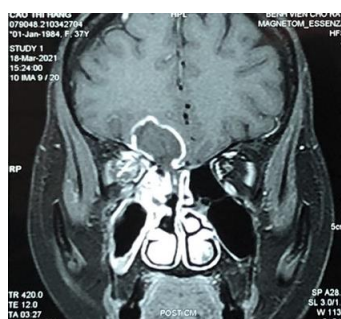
MRI (01/01/2018): tổn thương choán chỗ nhu mô não trán phải # 2*2,7cm, liên tục với tổn thương từ xoang sàng, xoang bướm bên phải, khoang ngoài nón phải nghi abscess. Dày niêm mạc, tụ dịch xoang hàm, xoang sàng xoang trán, xoang bướm 2 bên
